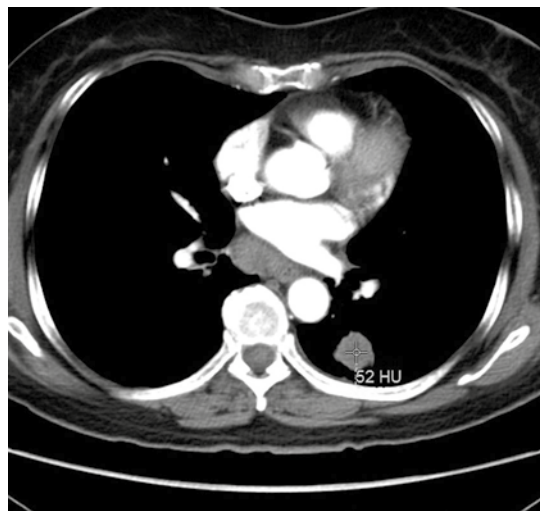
Corte axial, tomografía computada de pulmón con contraste, IV fase arterial. Realce de la lesión nodular.
